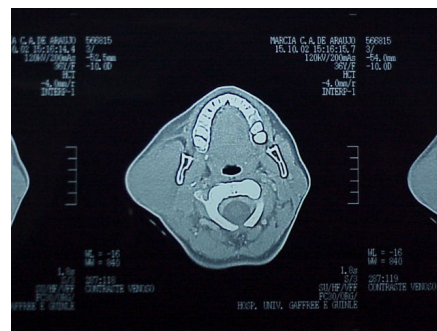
Tomografia computadorizada mostrando massa volumosa em parótida direita. Plano de corte em região maxilar
